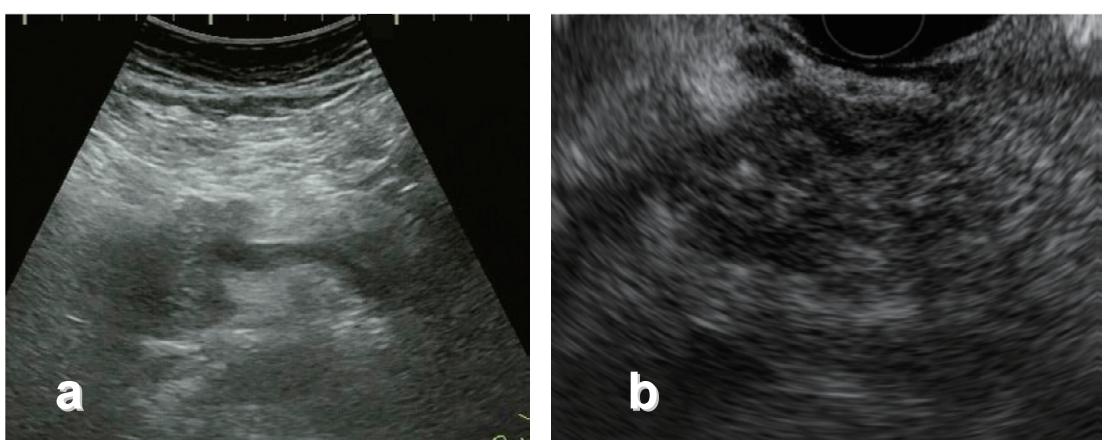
【内分泌腫瘍 (neuroendocrine tumor)】経腹壁超音波検査 (US), 超音波内視鏡検査 (EUS)
